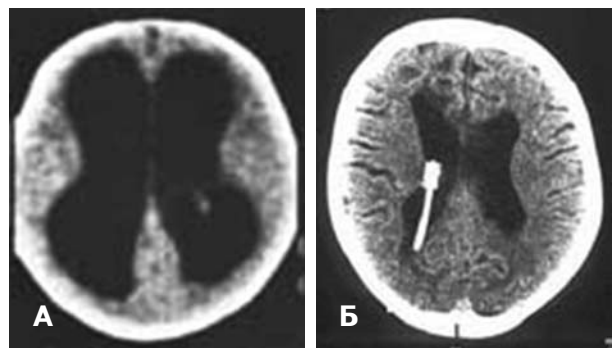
КТ ребенка С., 7 мес. А — перед операцией; Б — через 5 лет.
